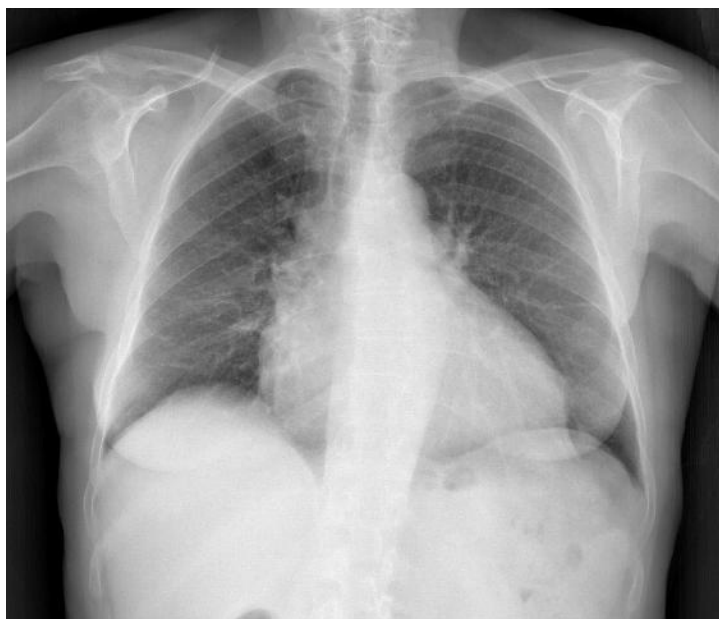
Radiografía de tórax que muestra campos pulmonares
